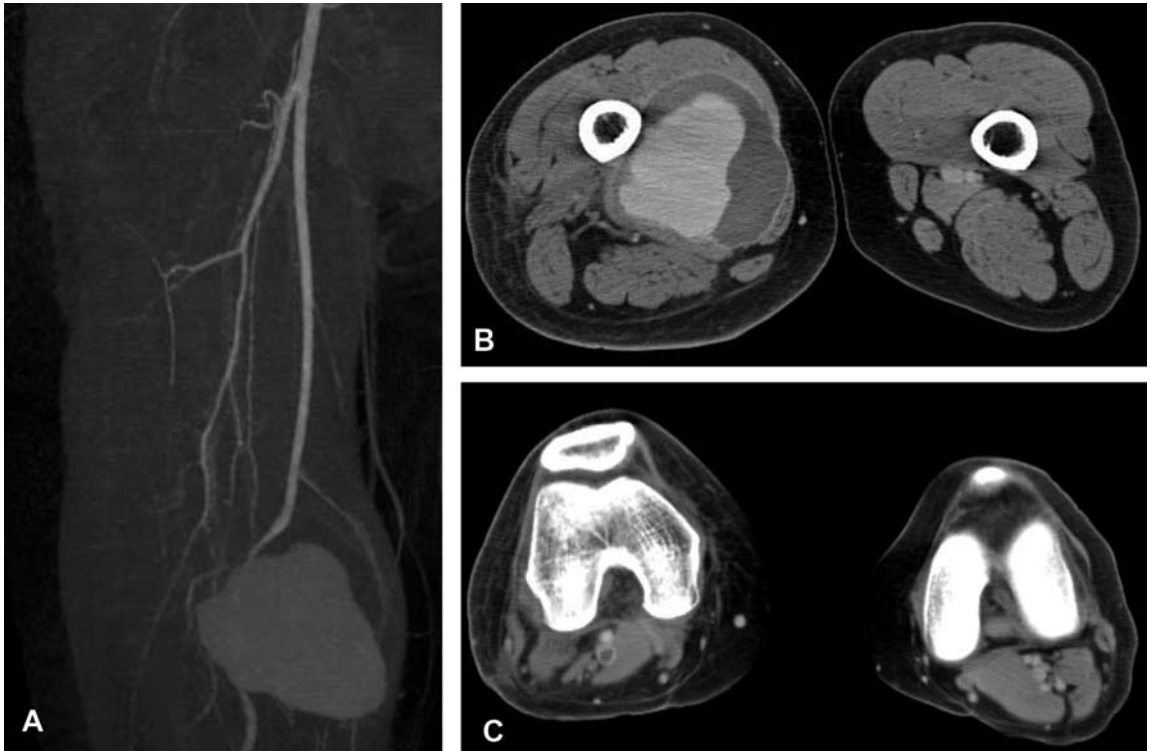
Two-dimensional CT angiographic images.
